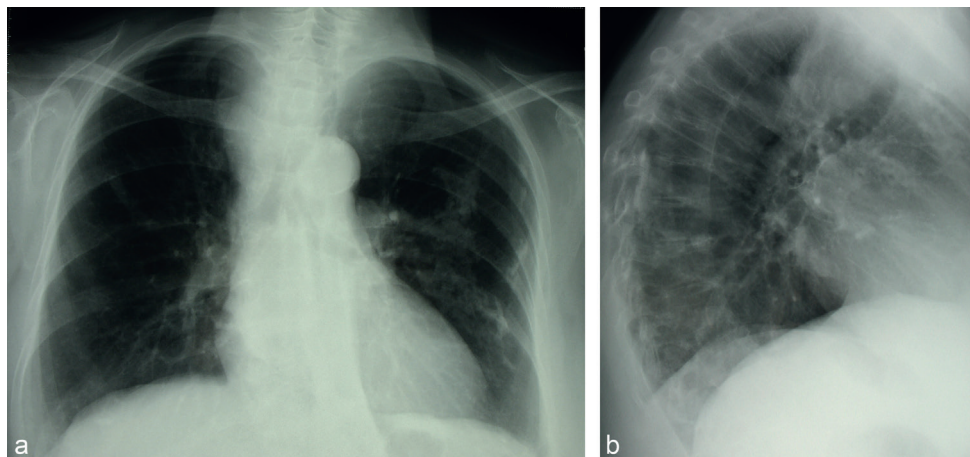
Détection par la radiographie de thorax du prolongement endothoracique d'un goitre cervical. a. De face : élargissement « en coupe de Champagne ». b. De profil : opacité constituée dans le médiastin antérosupérieur.
